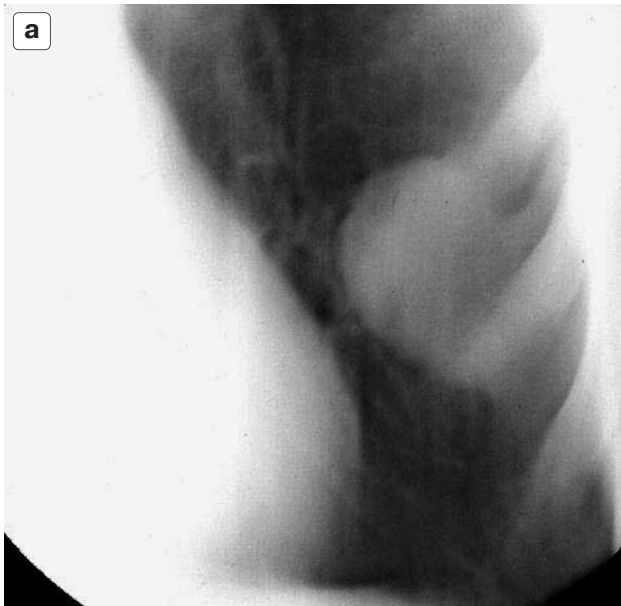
а – традиционная рентгенограмма: в нижних отделах слева по передней аксиллярной линии определяется пристеночное, близкое к округлой форме, гомогенное, средней плотности образование (3 см в диаметре) с четкими, ровными контурами, связанное с костальной плеврой; б – КТ-исследование того же больного: структура образования неоднородна, плотность его повышена; в – при УЗД выявлено гомогенное, средней интенсивности образование, обусловлено жидким содержимым.
